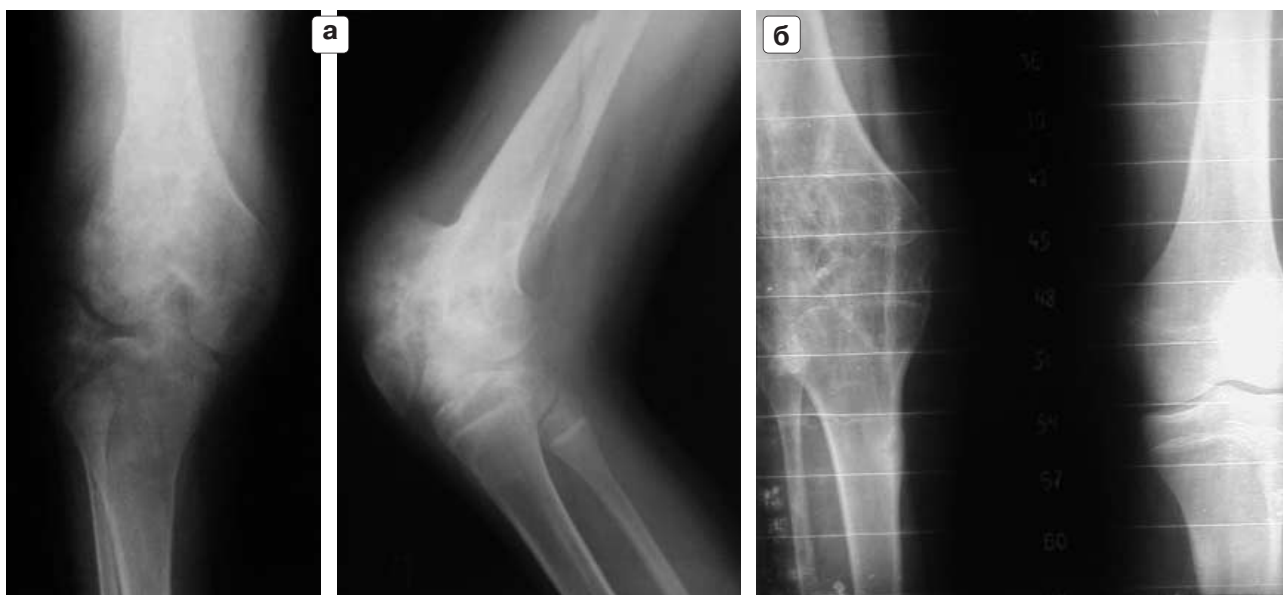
а – рентгенограммы правого коленного сустава пациента С., 14 лет, страдающего ГЭД с 9 лет (при первичном обращении в ЦИТО); б – состояние после артродеза правого коленного сустава.
